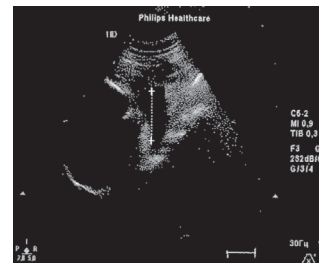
传出疗法应用期间患者超声检查羊膜指数数据
